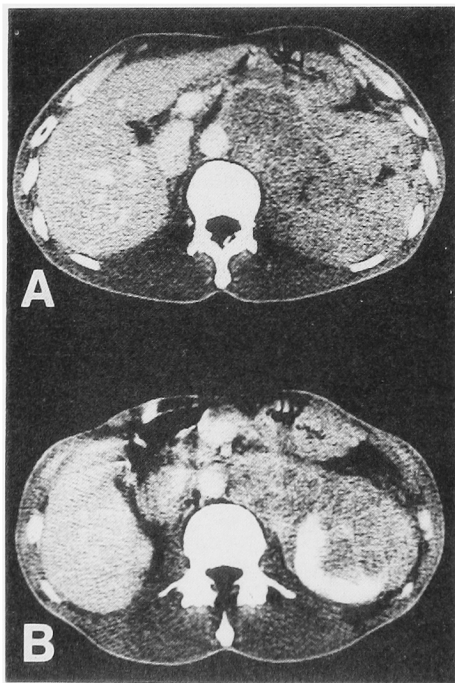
CT scan before the initiation of therapy, showing a heterogeneous solid tumor in the retroperitoneal space on the left side, which is spreading from the level of the diaphragm to the renal hilus. The tumor involves the spleen (1A), pancreas and left kidney (1B).
